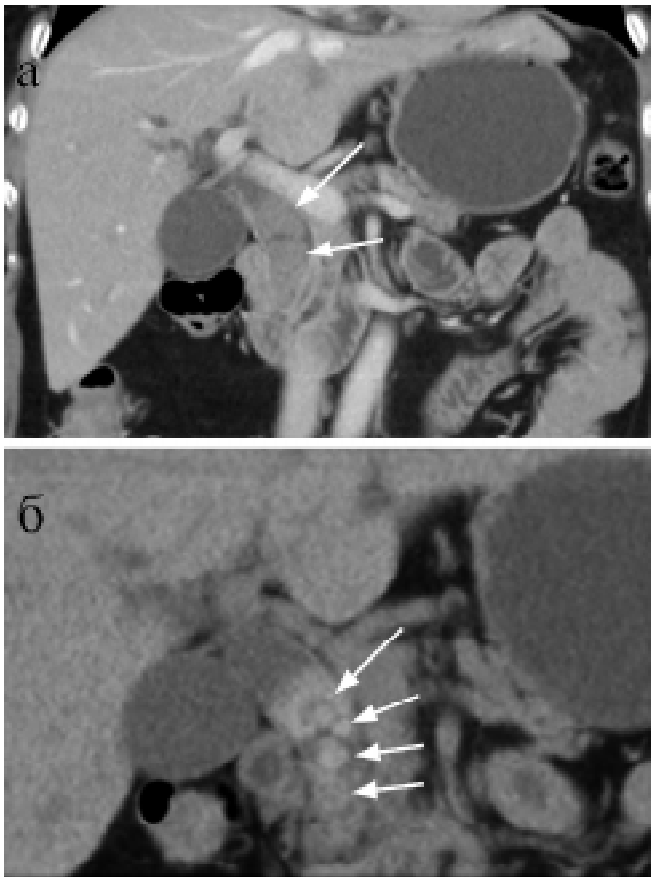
Мультиспіральна КТ органів черевної порожнини в корональній проекції: а — у ЗЖП візуалізуються два конкременти розмірами до 18 мм; б — при подальшому ретельному вивченні всіх зображень виявилось, що ці конкременти складаються з дрібніших (до 10 мм) каменів
